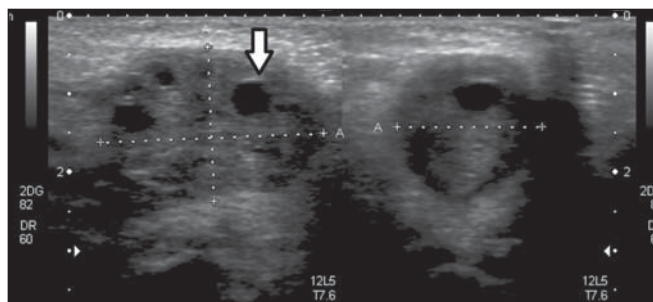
Ultrassonografia de lâbio vulvar maior direito. Presença de ovário direito localizado no grande lábio vulvar ipsilateral, com dimensões aumentadas. Múltiplos cistos periféricos (seta).
